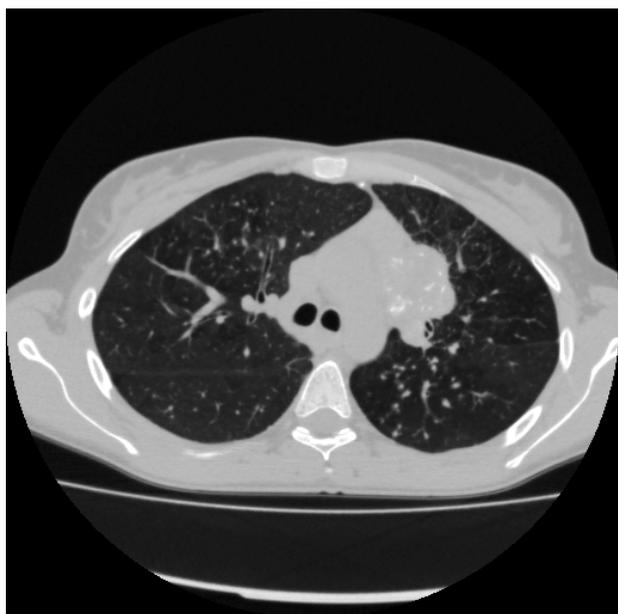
Пример среза, полученного на компьютерном томографе
